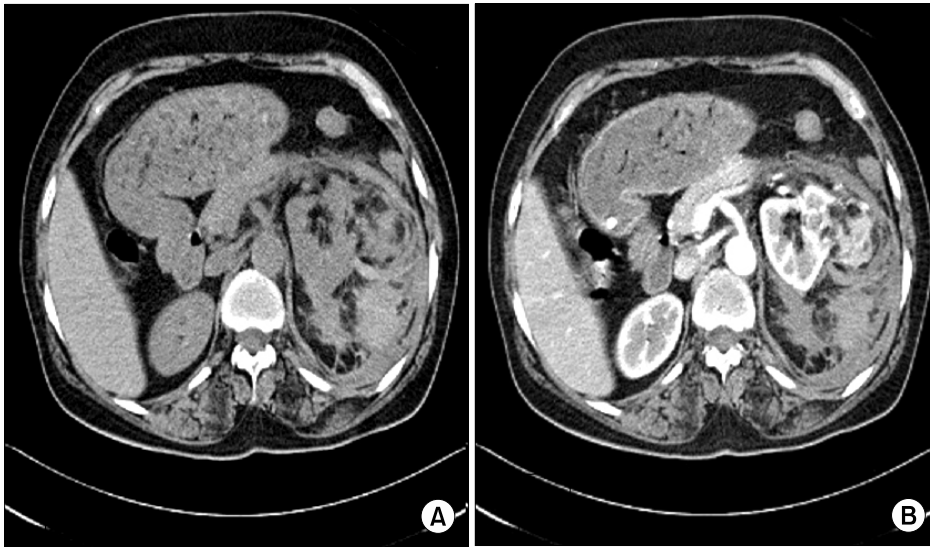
The computed tomography (CT) pre-enhanced (A) and enhanced (B) images. A tumor contains fat and an enhancing solid portion. The high-attenuating material suggests hematoma, which is visible in the perirenal space.
